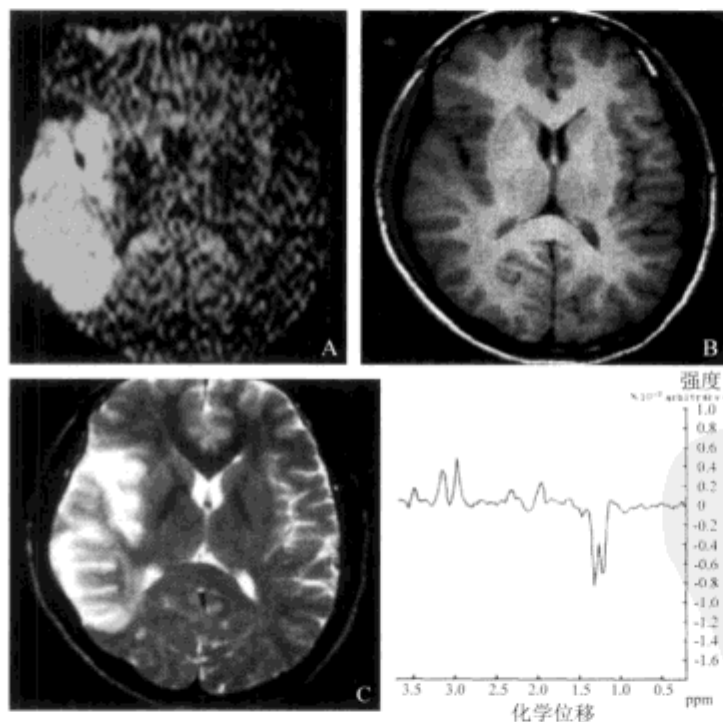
A.右额颞部脑梗死，DWI示右额颞部明显的大片状境界清楚的高信号影；B. MR T₁WI示右额颞部不规则低信号影；C. MRI T₂WI示右额颞部不规则高信号影；D. 右额颞部脑梗死，¹H-MRS检查，在1.33 ppm处可见倒置的明显的乳酸双峰。NAA/Cr比值明显下降，NAA/Cho比值明显下降
